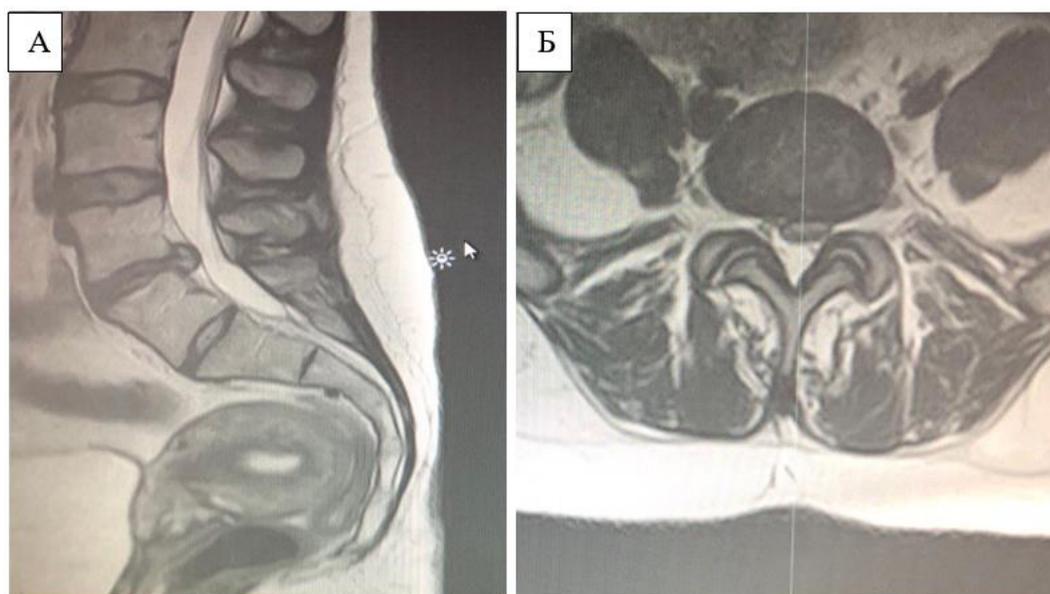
МРТ первой грыжи поясничного диска на уровне L4-L5
